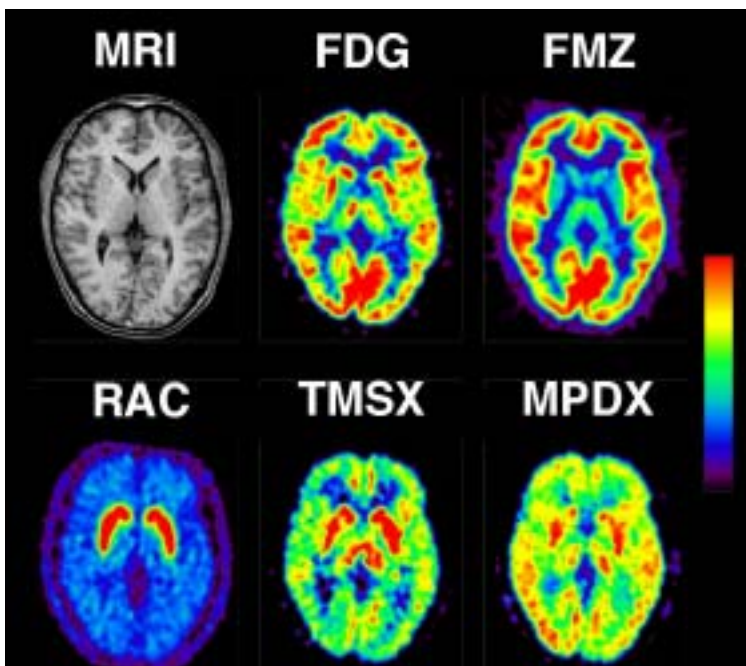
PET による複合的脳機能評価 MRI: 脳の形態、FDG: 脳ブドウ糖代謝、FMZ: 脳中枢性ベンゾジアゼピン受容体密度、RAC: ドーパミン D₂ 受容体密度、TMSX: 脳アデノシン A_{2A} 受容体密度、MPDX: アデノシン A₁ 受容体密度
